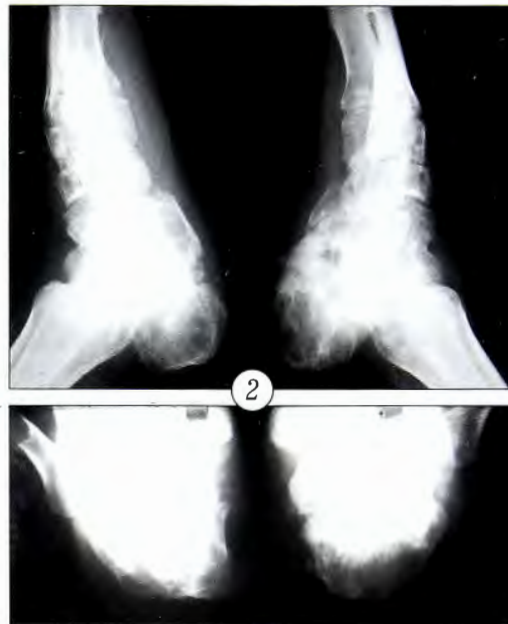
Рентгенограммы обеих стоп в боковых и аксиальных проекциях при поступлении.
